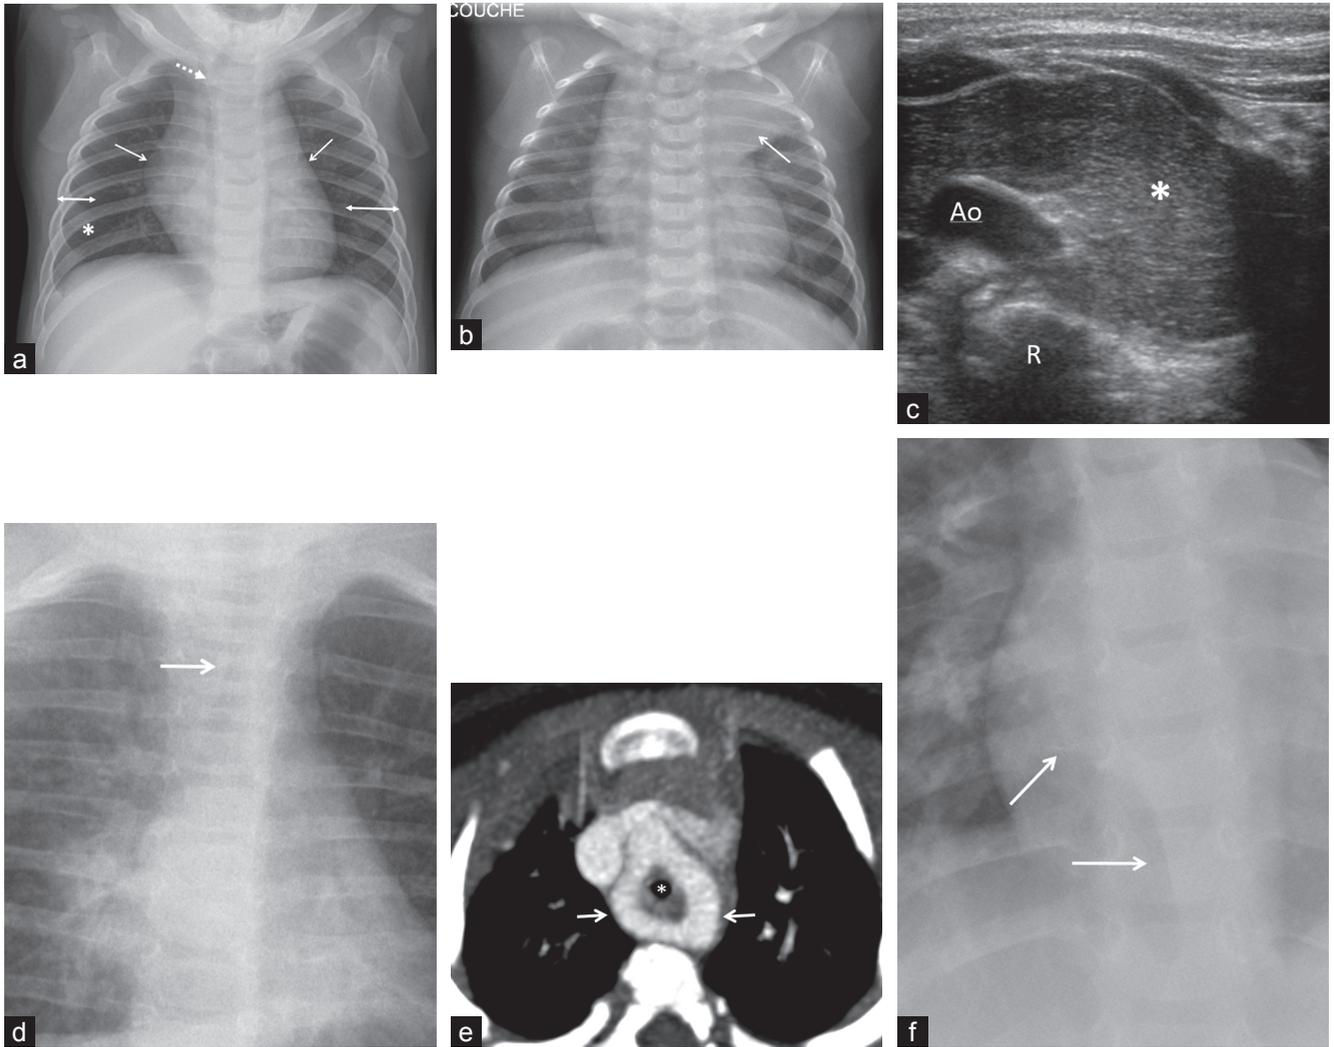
a. Nourrisson de 8 mois, cliché normal. La trachée décrit une baïonnette (flèche pointillée), le débord médiastinal est d'origine thymique (flèches obliques), le cliché n'est pas strictement de face en raison de l'asymétrie de projection des arcs costaux (doubles flèches), le degré d'inspiration est suffisant en raison de la projection du cinquième arc costal antérieur nettement au-dessus du diaphragme (étoile). b. Nourrisson de 3 mois, dyspnée fébrile très probablement d'origine virale. Le cliché est de face, six arcs costaux antérieurs sont visibles au-dessus du diaphragme, les vaisseaux sont discrètement flous, la nature de l'opacité dense apicale gauche (flèche) est incertaine. c. Même patient que b. Coupe échographique transversale sur l'apex gauche. L'opacité visible sur la radiographie de face est un volumineux thymus à extension postérieure (étoile), son échostructure est fine et homogène. Ao : crosse de l'aorte; R : rachis. d. Nourrisson de 6 mois, tableau de bronchiolite sévère avec dyspnée sifflante. Déplacement vers la gauche de la trachée (flèche), suspicion d'anomalie des arcs aortiques. e. Même patient que d. Examen tomodensitométrique avec injection, vue transversale. Présence d'un double arc aortique (flèches) avec réduction du calibre trachéal (étoile). f. Cliché réalisé pour toux fébrile chez un enfant de 3 ans. Le bord inférieur droit de l'oreillette gauche ne doit pas être pris pour une anomalie du médiastin (flèche oblique). La ligne para-azygo-œsophagienne est visible dans son segment inférieur (flèche horizontale).
